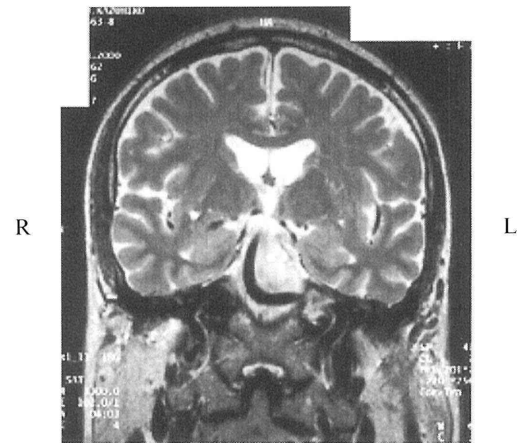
MRI T2 強調画像 (00/02/■■■)
